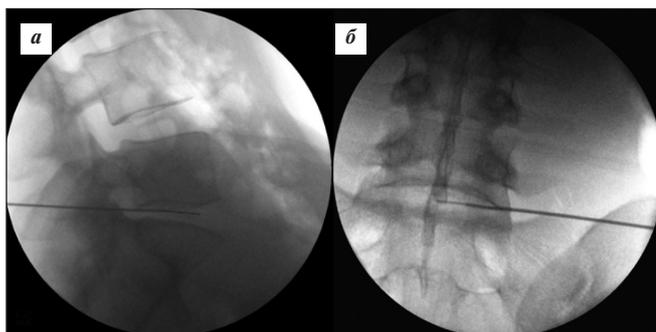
Интраоперационная рентгенограмма в боковой (а) и прямой (б) проекциях. Канюля и электрод для нуклеопластики установлены в пульпозное ядро
